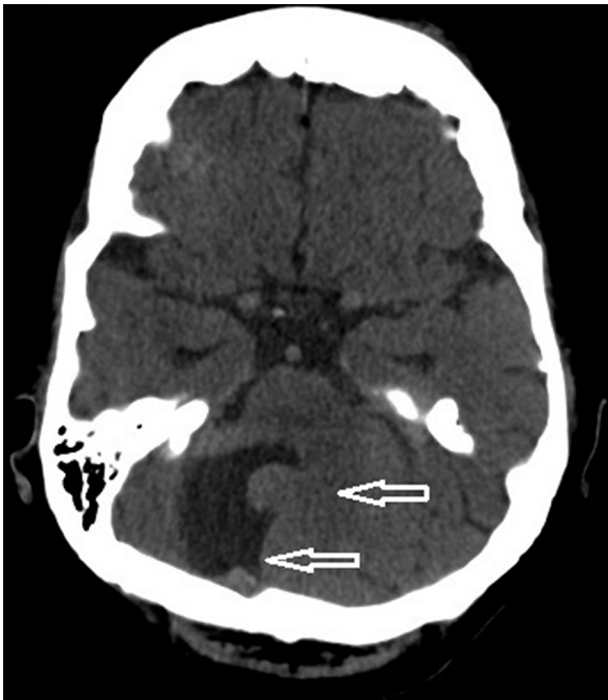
Neuroimagen de TC cerebral de la paciente que muestra la falta de fusión de hemisferios cerebelosos. Megacisterna magna comunicada con el cuarto ventrículo.
